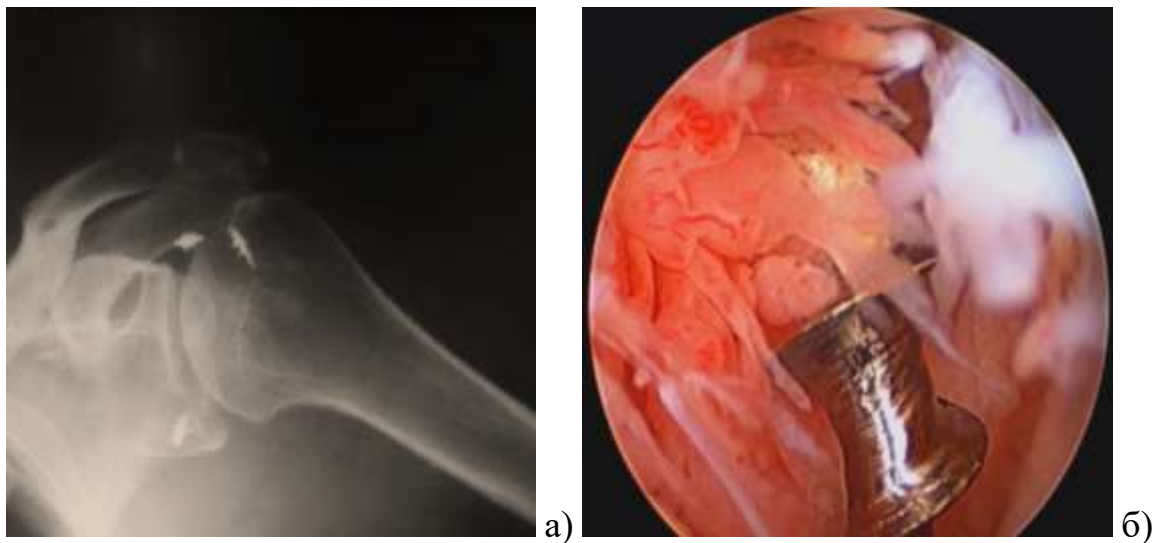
Хворий Н., 53 р. Міграція фіксатора: а) на прямій рентгенограмі; б) вигляд під час артроскопії.
